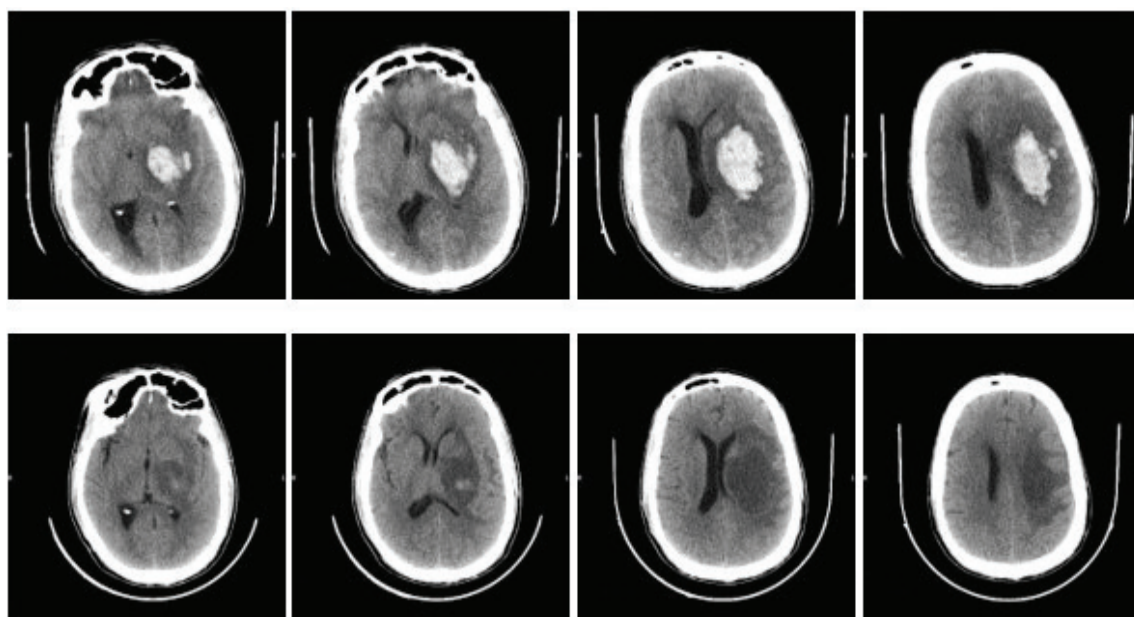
(Top) Admission head CT scan in 58-year-old man demonstrating a left basal ganglia ICH.
